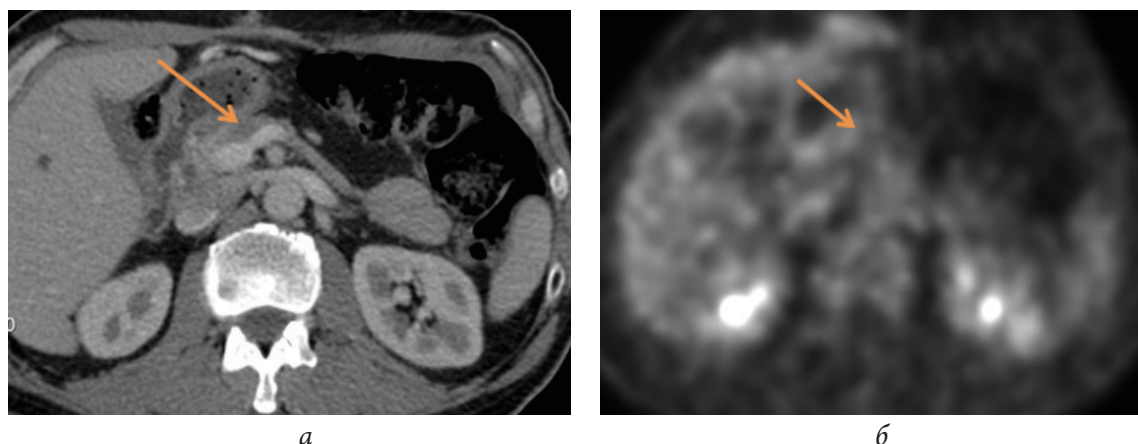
Зона патологического очага через 5 мес после криовоздействия. ПЭТ-КТ с ФДГ: а – КТ, венозная фаза; б – патологической фиксации радиофармпрепарата образованием в теле поджелудочной железы не выявлено
